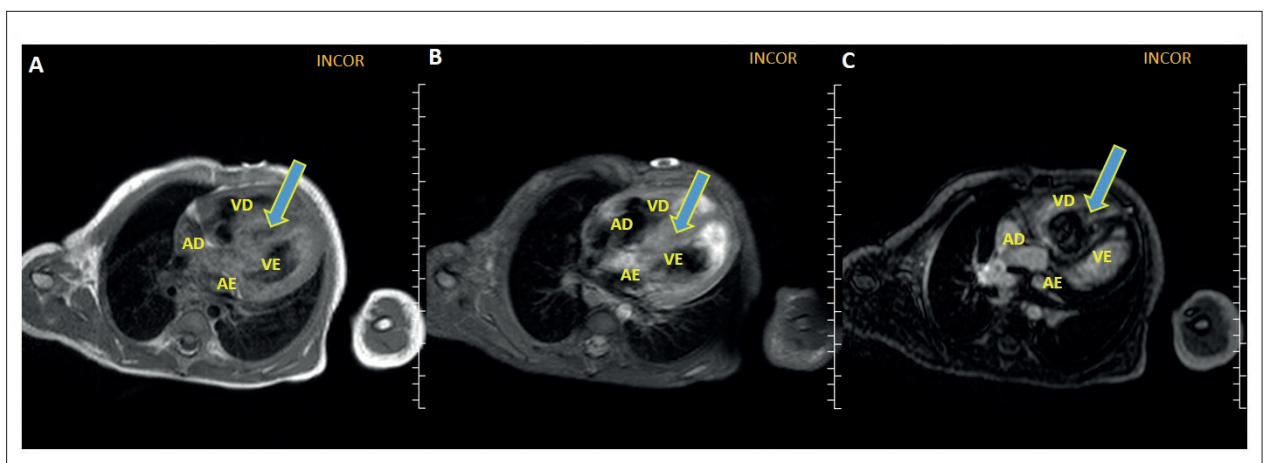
Ressonância magnética cardíaca. Características teciduais (A) Sequência sem contraste FSE com saturação de gordura, plano coronal 4 câmaras, mostra hipossinal heterogêneo do septo (seta). (B) Sequência sem contraste FSE ponderada em T2 com tripla inversão-recuperação, plano axial 4 câmaras, mostra mínimo aumento de sinal heterogêneo do septo (seta). (C) Sequência de realce tardio, plano coronal 4 câmaras presença de realce tardio heterogêneo do septo (seta). VE: ventrículo esquerdo; VD: ventrículo direito; AE: átrio esquerdo; AD: átrio direito.
